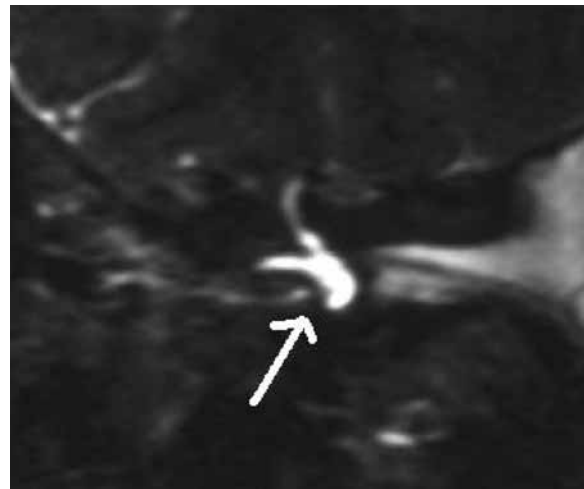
RMN con ricostruzioni in T2W che evidenziano (freccia bianca) un'emorragia del vestibolo destro in paziente affetto da “vertigine vera post-concussione labirintica”.
